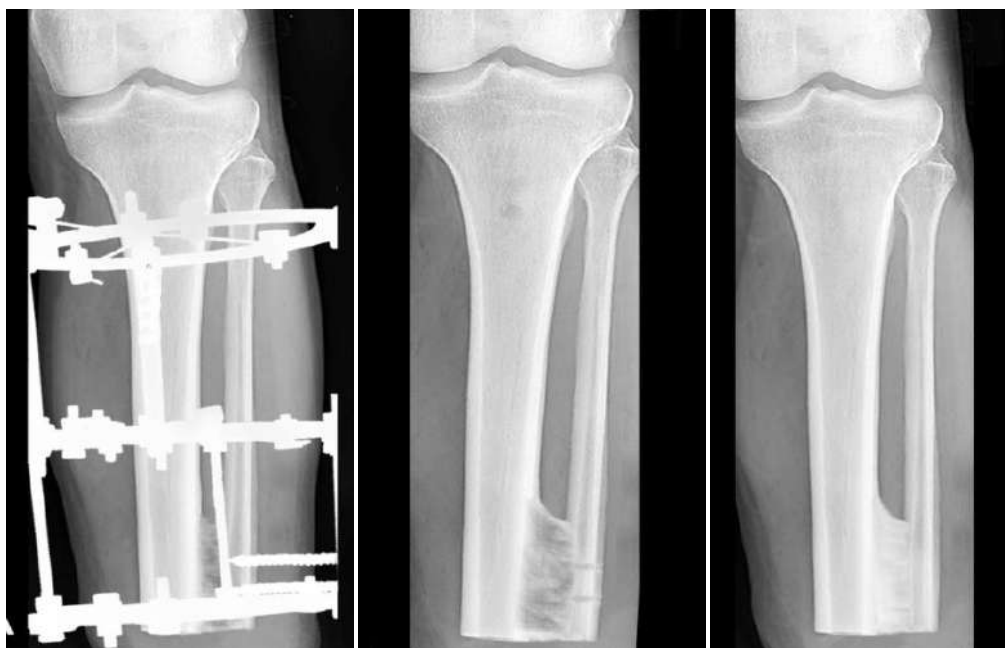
Фото рентгенограми ампутаційної кукси гомілки з оптимальним ремоделюванням гомілкових кісток
